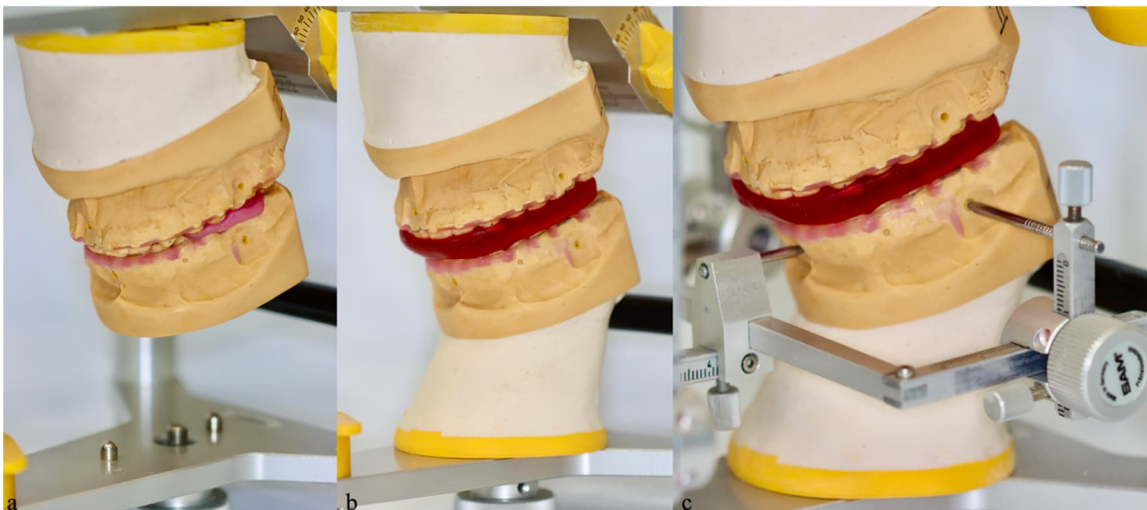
Konventionelle Herstellung des Unterkiefersplintes Das Unterkiefermodell wurde hierfür ebenfalls mit drei Dübeln versehen und in der Zielokklusion festgewacht (a). Anschließend wurde dieselbe Sperrung wie zu Beginn der Planung an dem Stützstift eingestellt, um den Unterkiefersplint zu erstellen (b) und die Operationsstrecken über das MRI abzulesen (c). (Eigene Abbildung)
